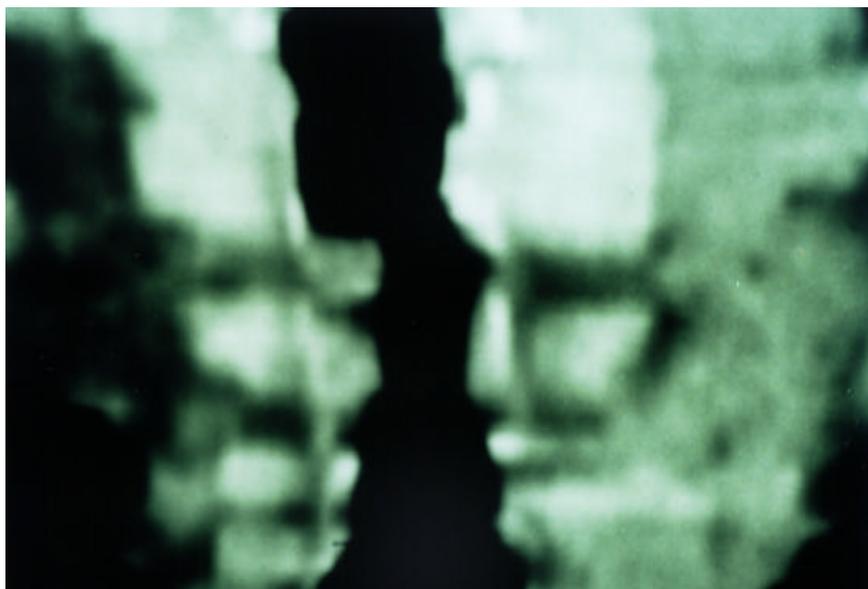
CT traquéia pré *stent* e pré Laser
